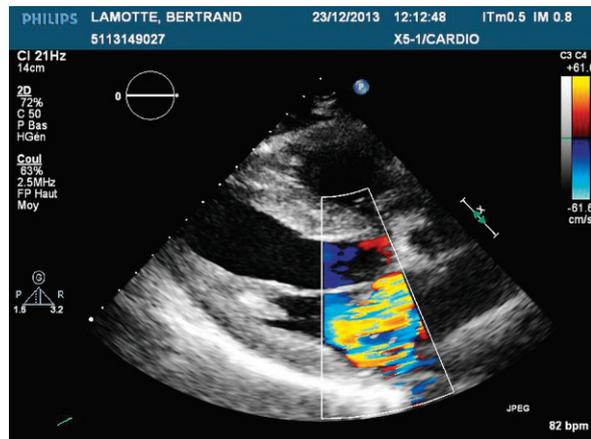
Échocardiographie couplée au doppler couleur mettant en évidence le jet d'IM excentré vers la partie postérieure de l'aorte en rapport avec le prolapsus du feuillet postérieur en incidence parasternale grand axe.
